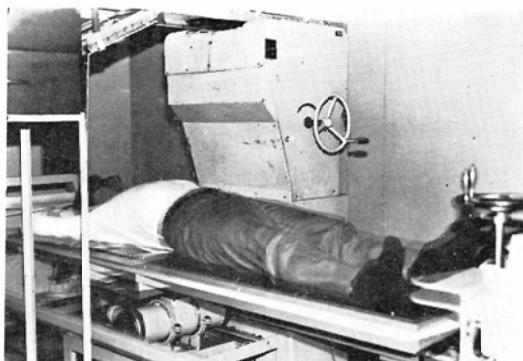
Stereomacroradiograph. The table turns 30° from the horizon clockwise and counter clockwise (double exposed photo).
